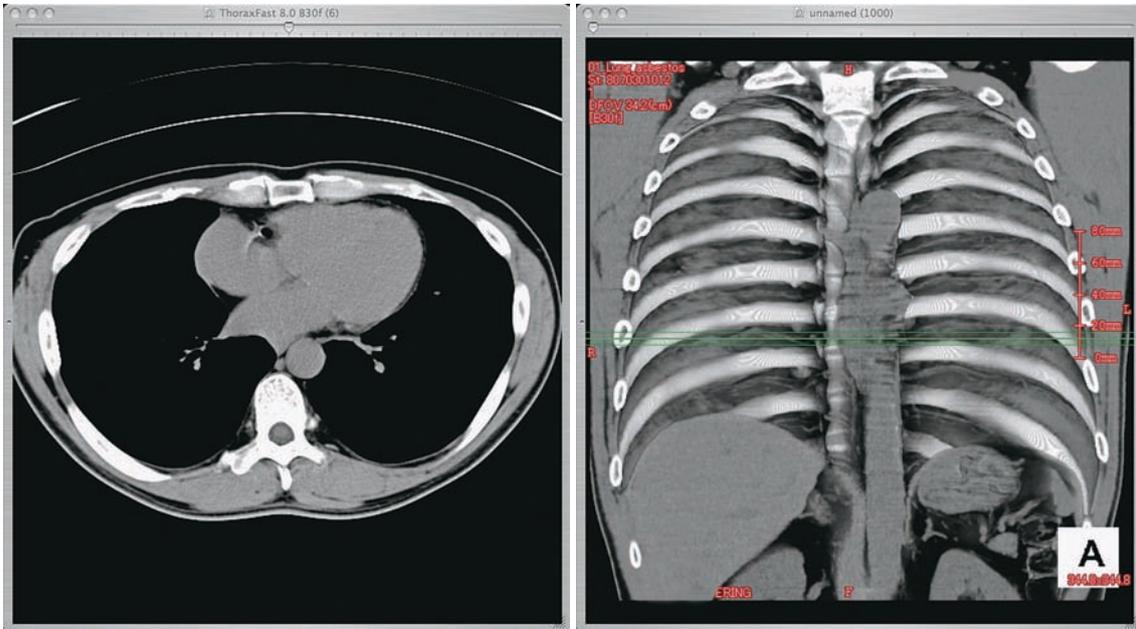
左：CT画像（縦隔条件） 右：胸壁3D表示
